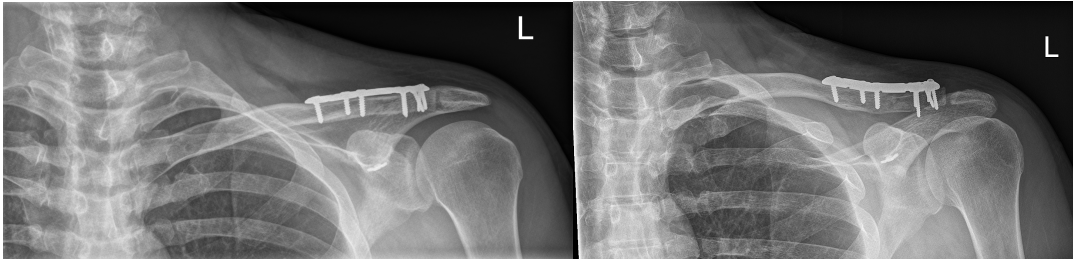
3 Monate postoperative Röntgenuntersuchung der linken Klavikula in a/p und Zanca
